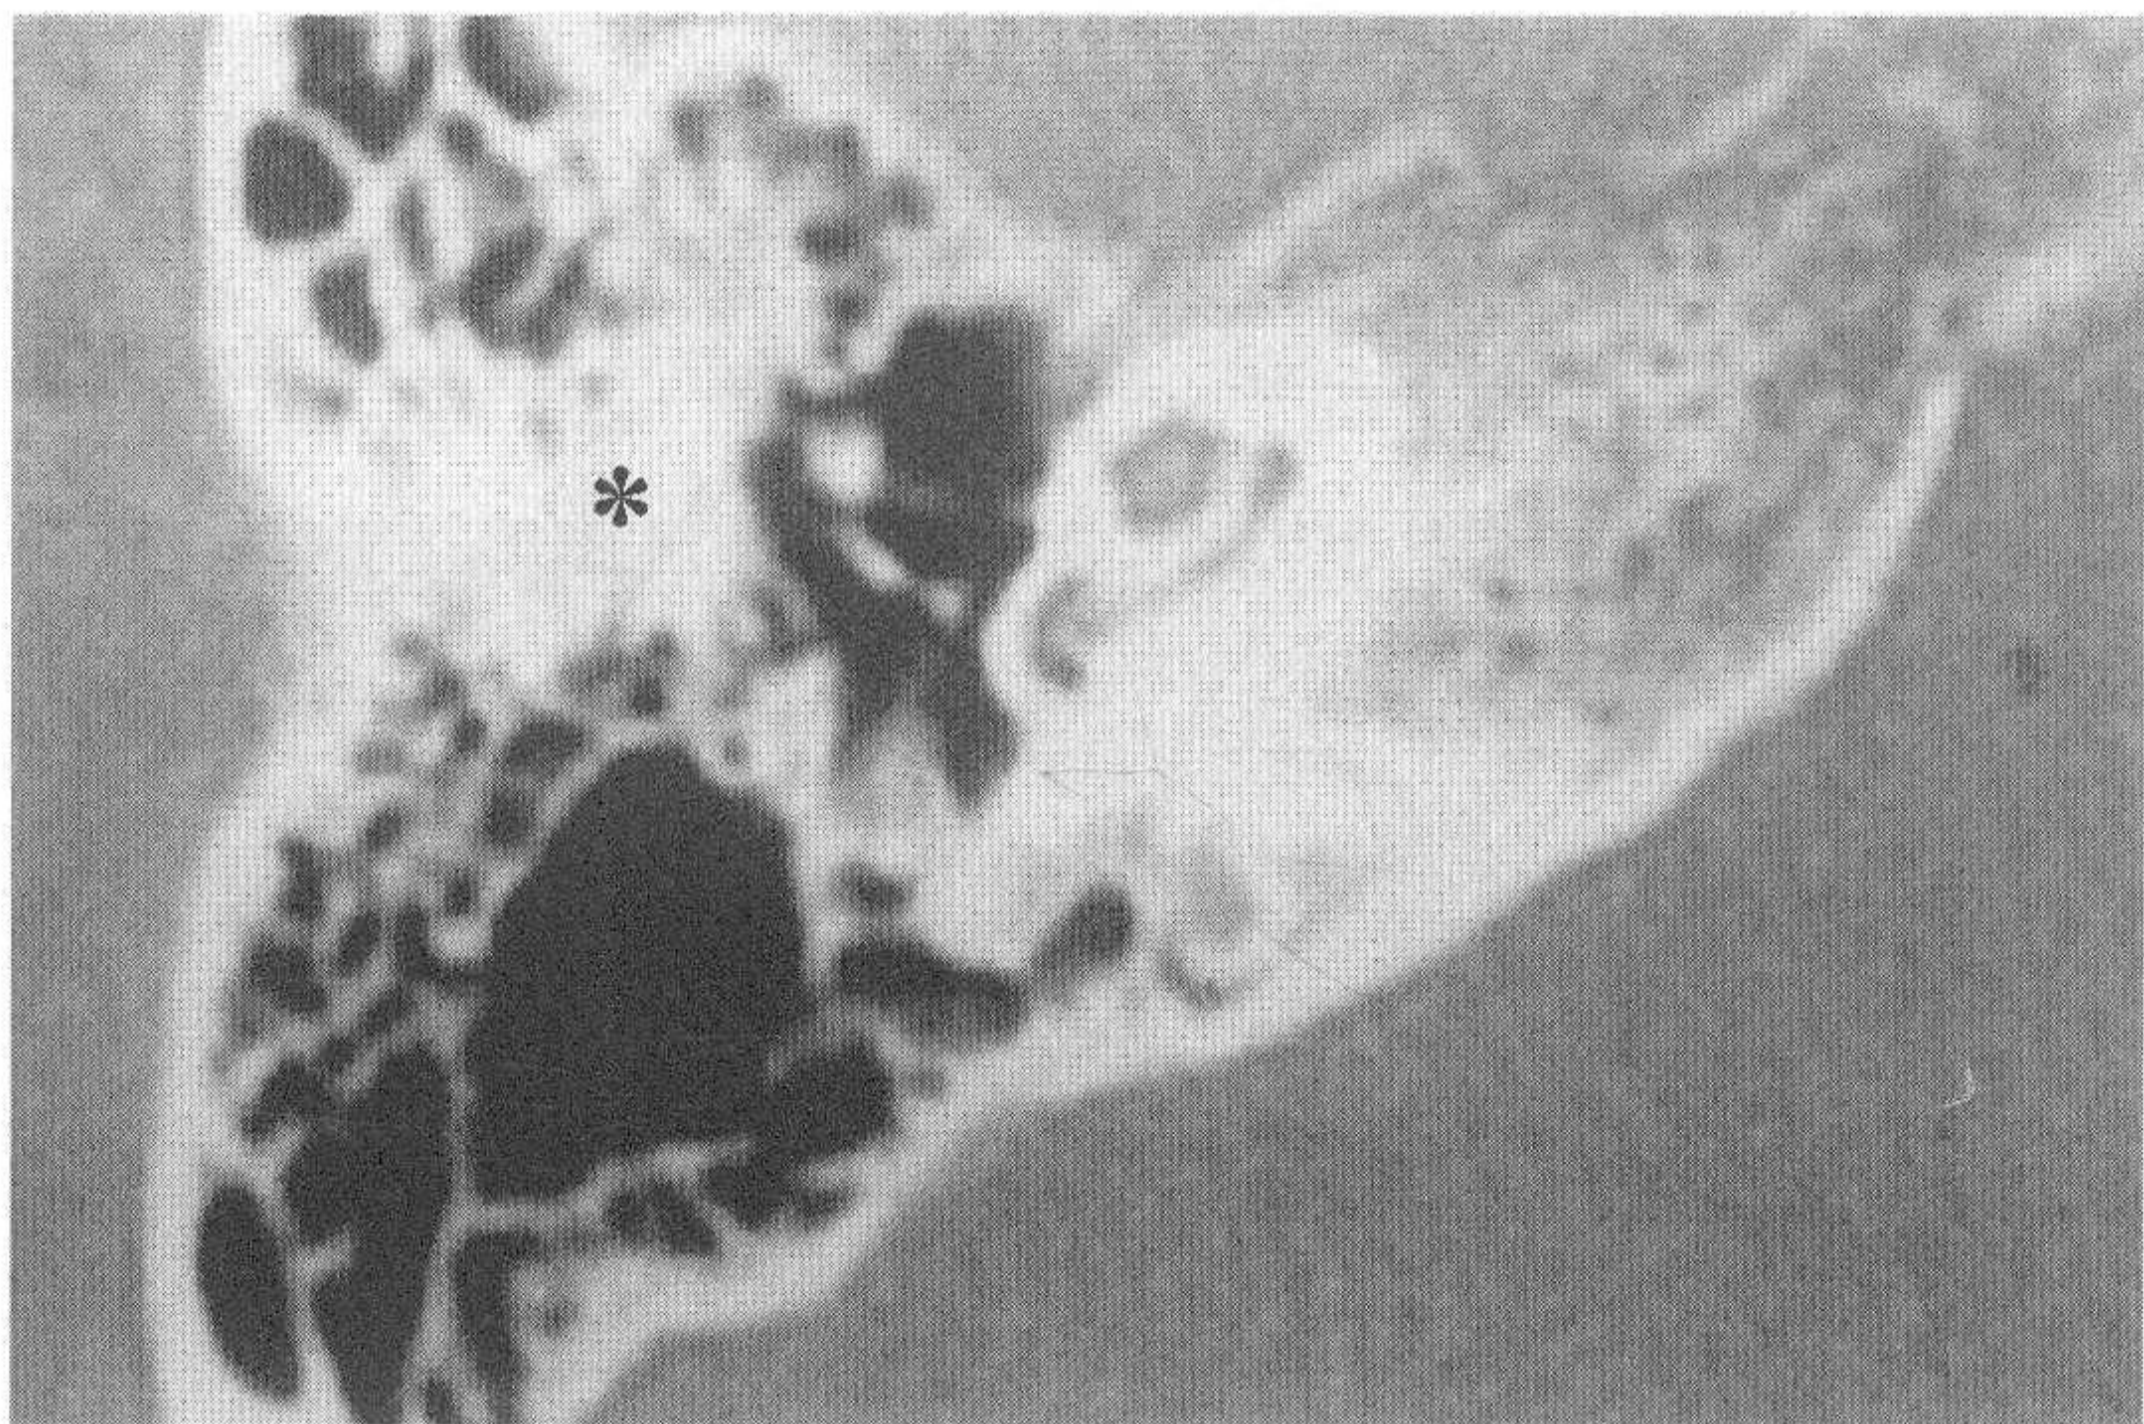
对应正常颞骨CT图像（星号显示外耳道上壁）
